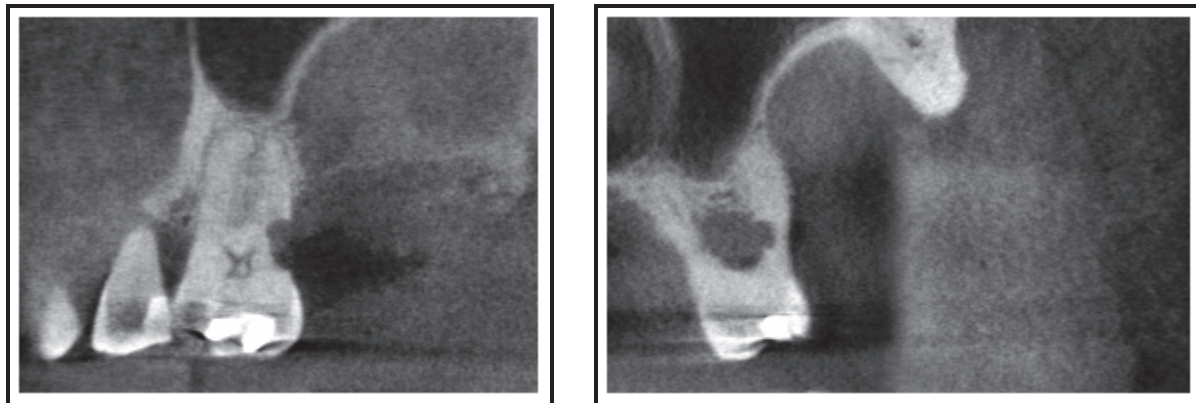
mise en évidence d'une résorption de la racine distale de 26 grâce à un Cone beam® (Barnett, 2010)
